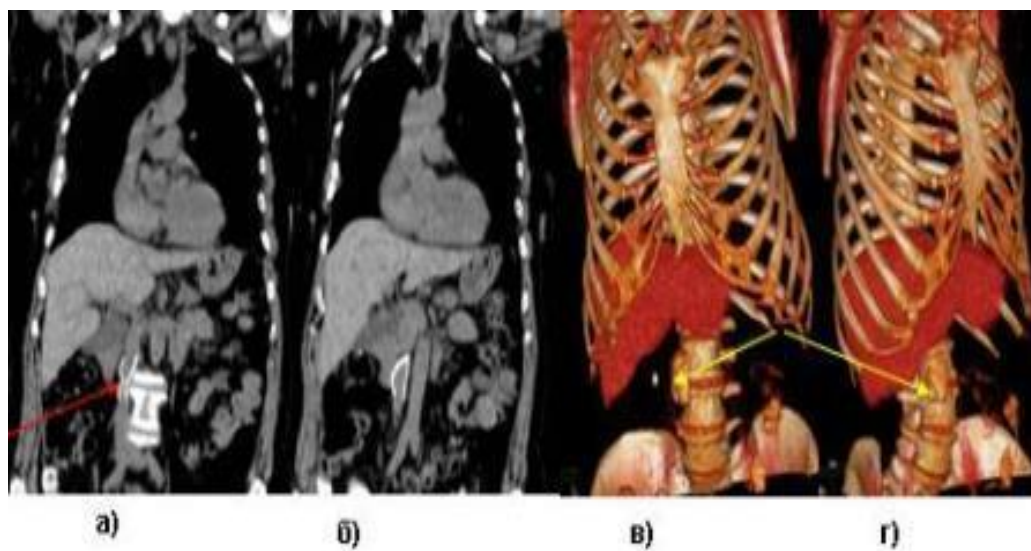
МСКТ хворої М. через 74 місяці після протезування НПВ (стрілками указано деформацію протезу): а-б) МСКТ; в-г) 3D реконструкція
